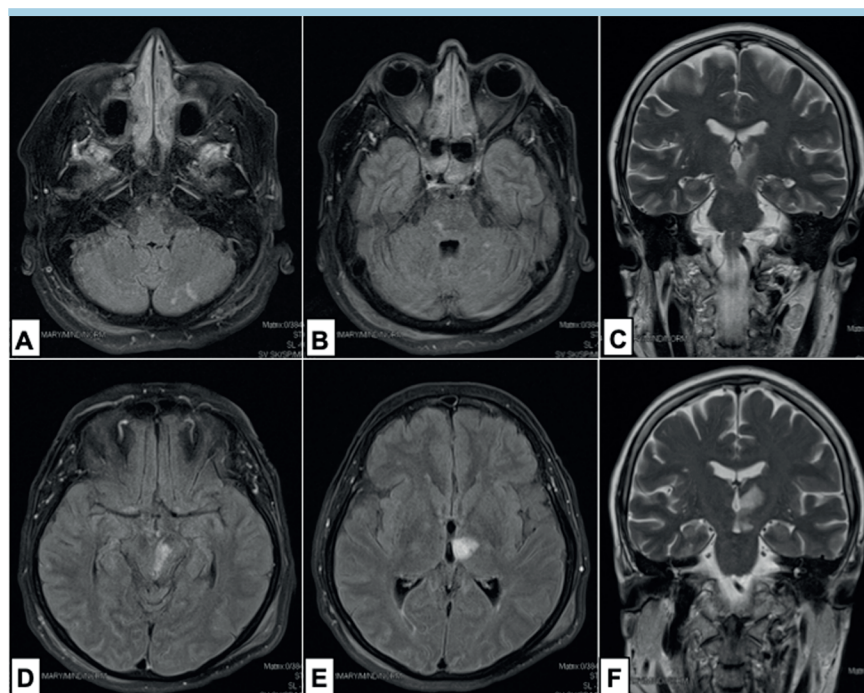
Caso 4. La risonanza magnetica eseguita in prima giornata post-trombectomia nelle sequenze FLAIR assiale (A, B, D ed E) e T2WSE coronale (C e F), mostrano alcune puntiformi lesioni ischemiche cerebellari emisferiche sinistre (A) e pontine (B) e un'ischemia talamo-mesencefalica sinistra parziale (C-F) a carico dei territori di alcune arterie perforanti del terzo superiore dell'arteria basilare.
